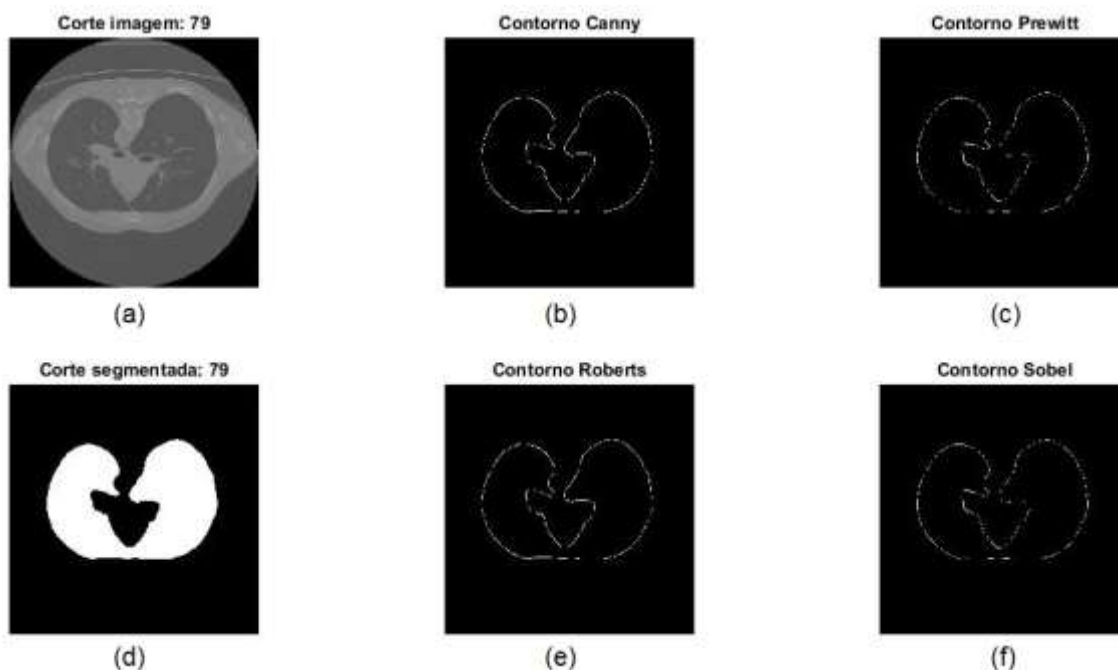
Exemplo de aplicação de diferentes operadores de deteção de contornos a uma imagem de um corte do conjunto de dados de TC binária (a) Imagem original; (b) Contorno *Canny*; (c) Contorno *Prewitt*; (d) Imagem segmentada (e) Contorno *Roberts*; (f) Contorno *Sobel*
